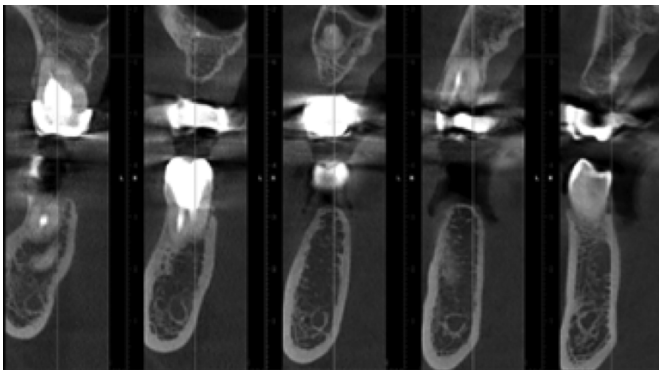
3С. Срез КТ в области зуба 1.5. Визуализируется очаг деструкции 5,40 мм. Периодонтальная щель расширена. Корневые каналы запломбированы до верхушки корней
